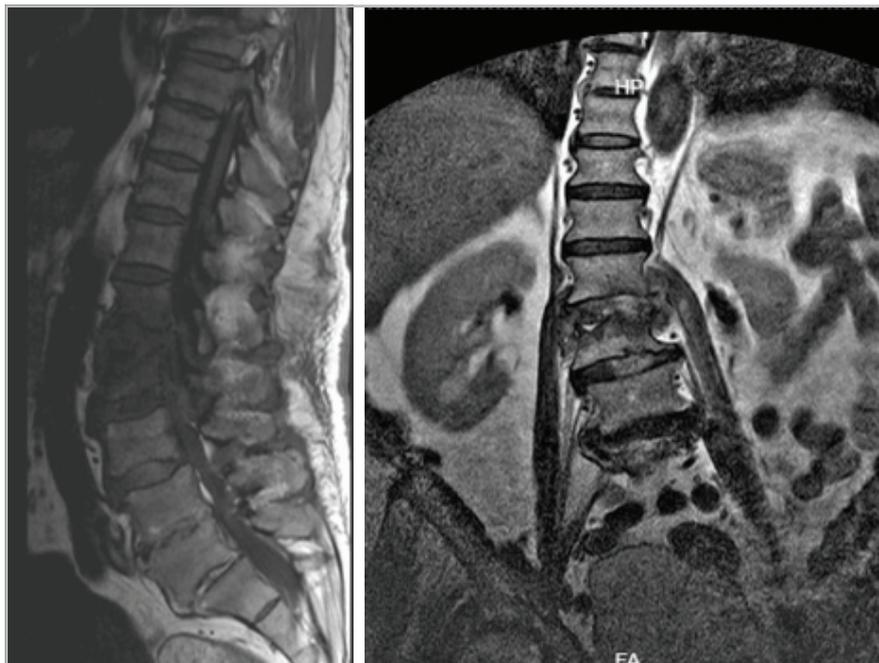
Resonancia magnética de columna lumbosacra con contraste. Corte longitudinal y coronal. Origen: paciente.
